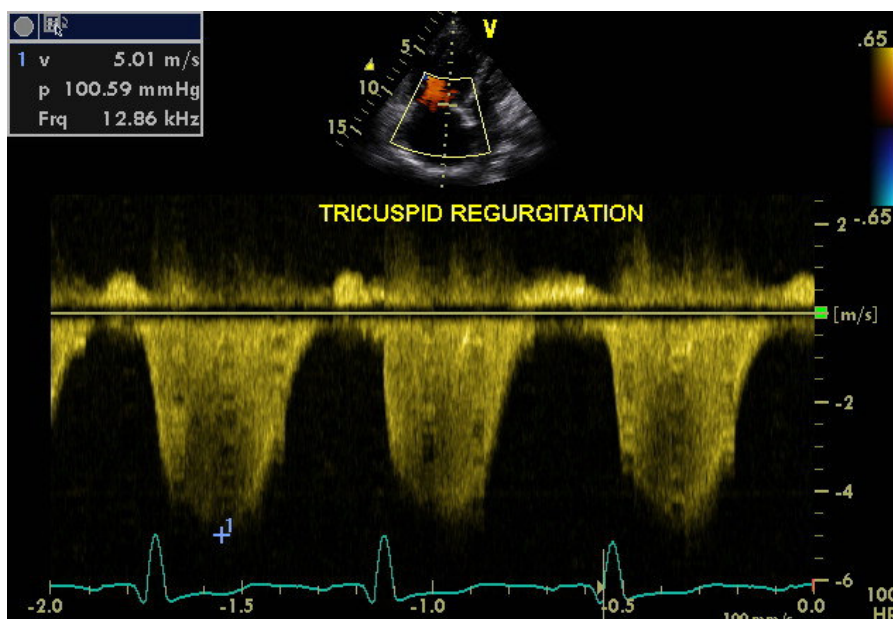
Análise espectral da regurgitação tricúspide ao Doppler contínuo:
